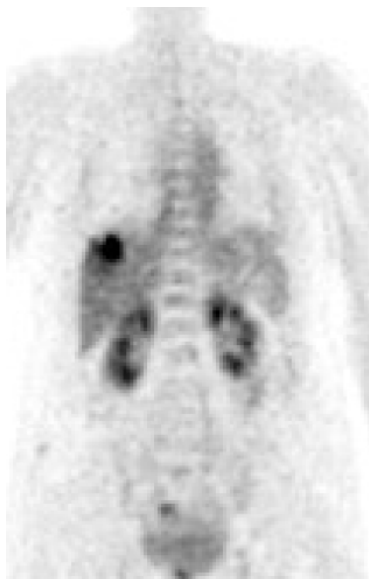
PET scan. A lobulated mass of intense FDG uptake in the Rt. Upper posterior portion of the liver, suggestive of high grade was noted. There was no other abnormal FDG uptake in the rest of the imaged body.
